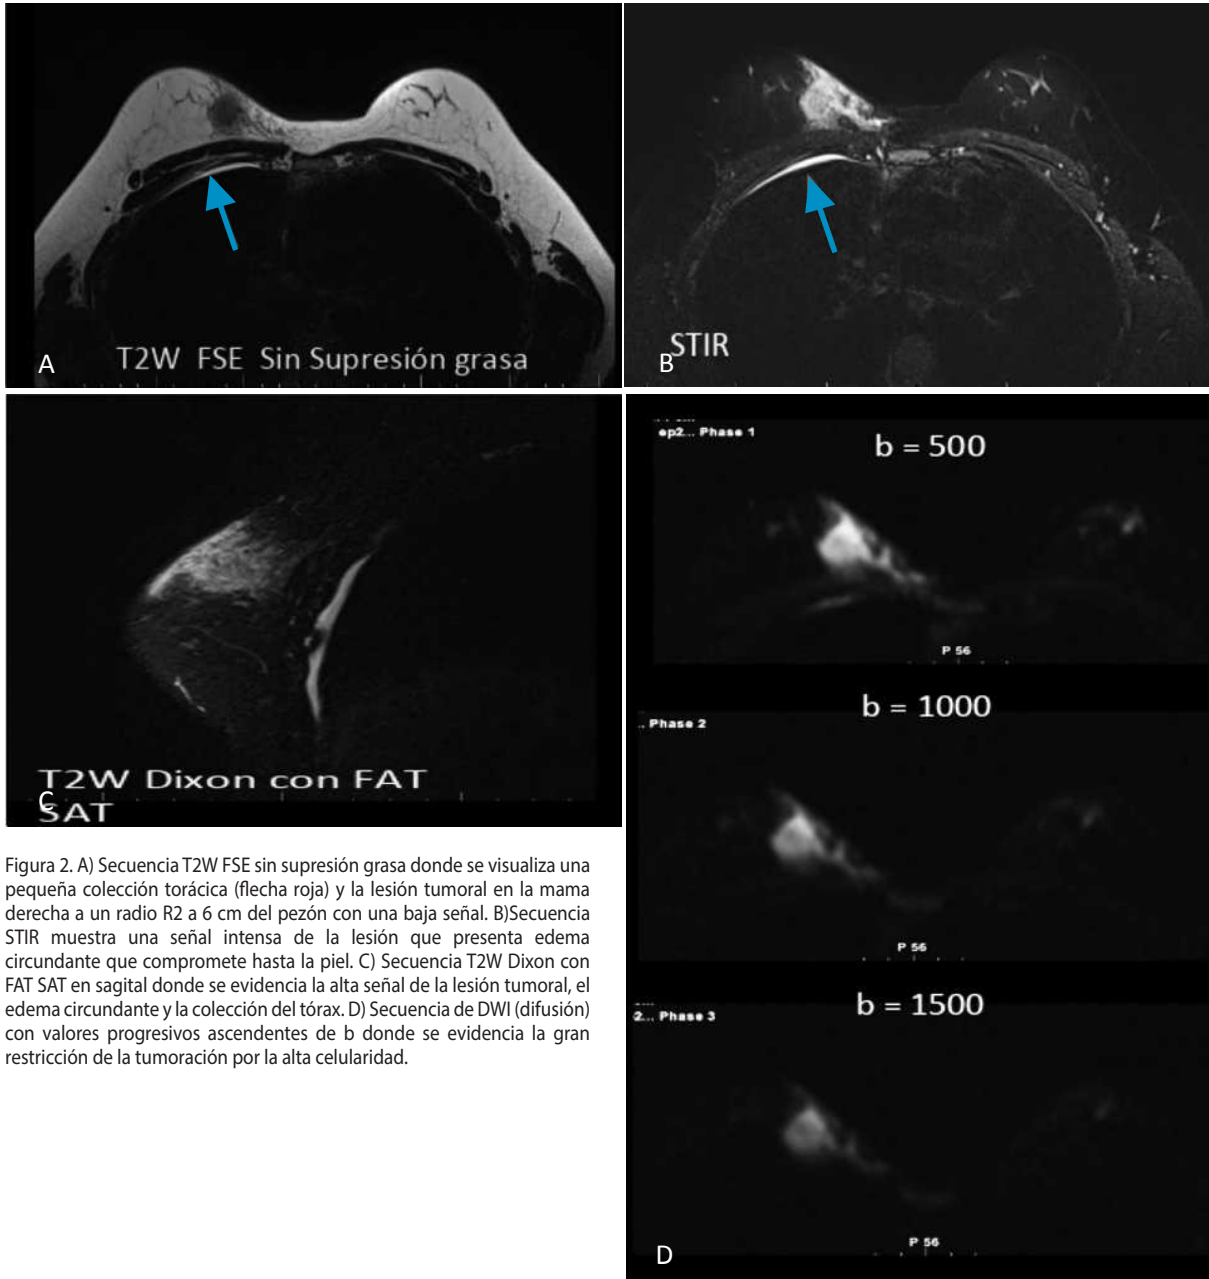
A) Secuencia T2W FSE sin supresión grasa donde se visualiza una pequeña colección torácica (flecha roja) y la lesión tumoral en la mama derecha a un radio R2 a 6 cm del pezón con una baja señal. B) Secuencia STIR muestra una señal intensa de la lesión que presenta edema circundante que compromete hasta la piel. C) Secuencia T2W Dixon con FAT SAT en sagital donde se evidencia la alta señal de la lesión tumoral, el edema circundante y la colección del tórax. D) Secuencia de DWI (difusión) con valores progresivos ascendentes de b donde se evidencia la gran restricción de la tumoración por la alta celularidad.
